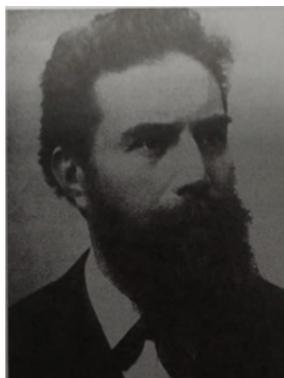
Wilhelm Conrad Roentgen (Fonte: NÓBREGA, 2010)
